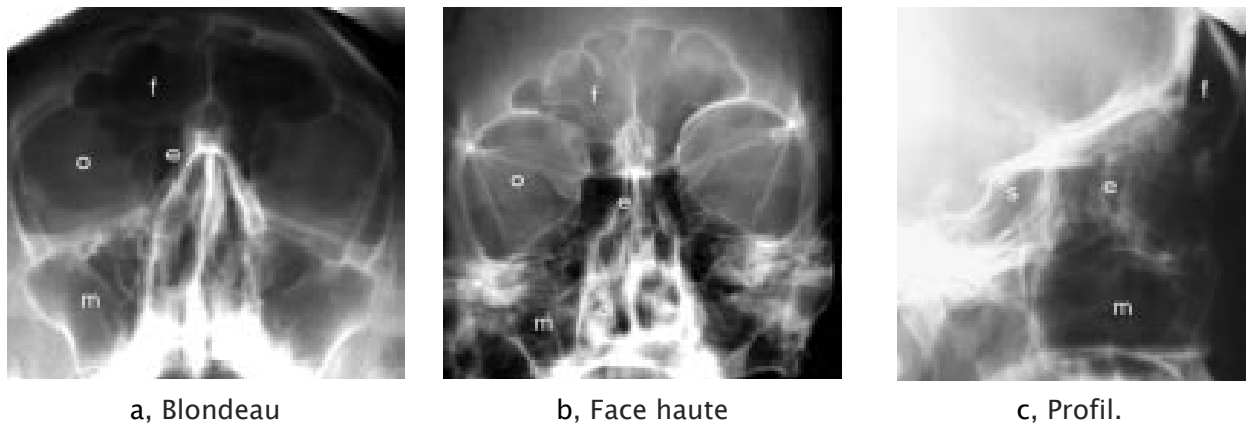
Radiographies des sinus.
